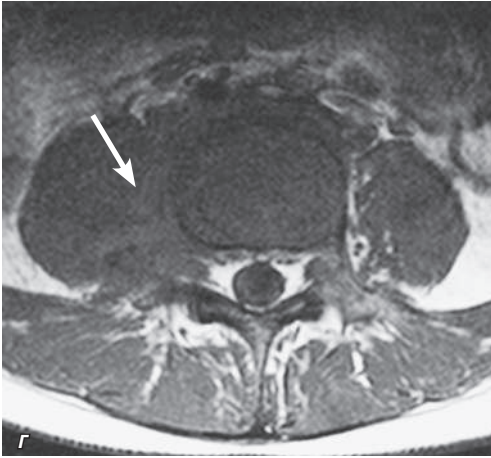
Окончание. Магнитно-резонансные томограммы поясничного отдела позвоночника: *г* — T2-ВИ, аксиальная плоскость; *д, е* — мультипланарные реконструкции после введения контрастного вещества, сагиттальная (*д*) и фронтальная (*е*) плоскости. Смежные замыкательные пластинки тел позвонков частично разрушены. Воспалительная инфильтрация паравертебральных тканей с нечеткими контурами. Зона воспаления в телах позвонков равномерно накапливает контрастное вещество (толстые стрелки)
